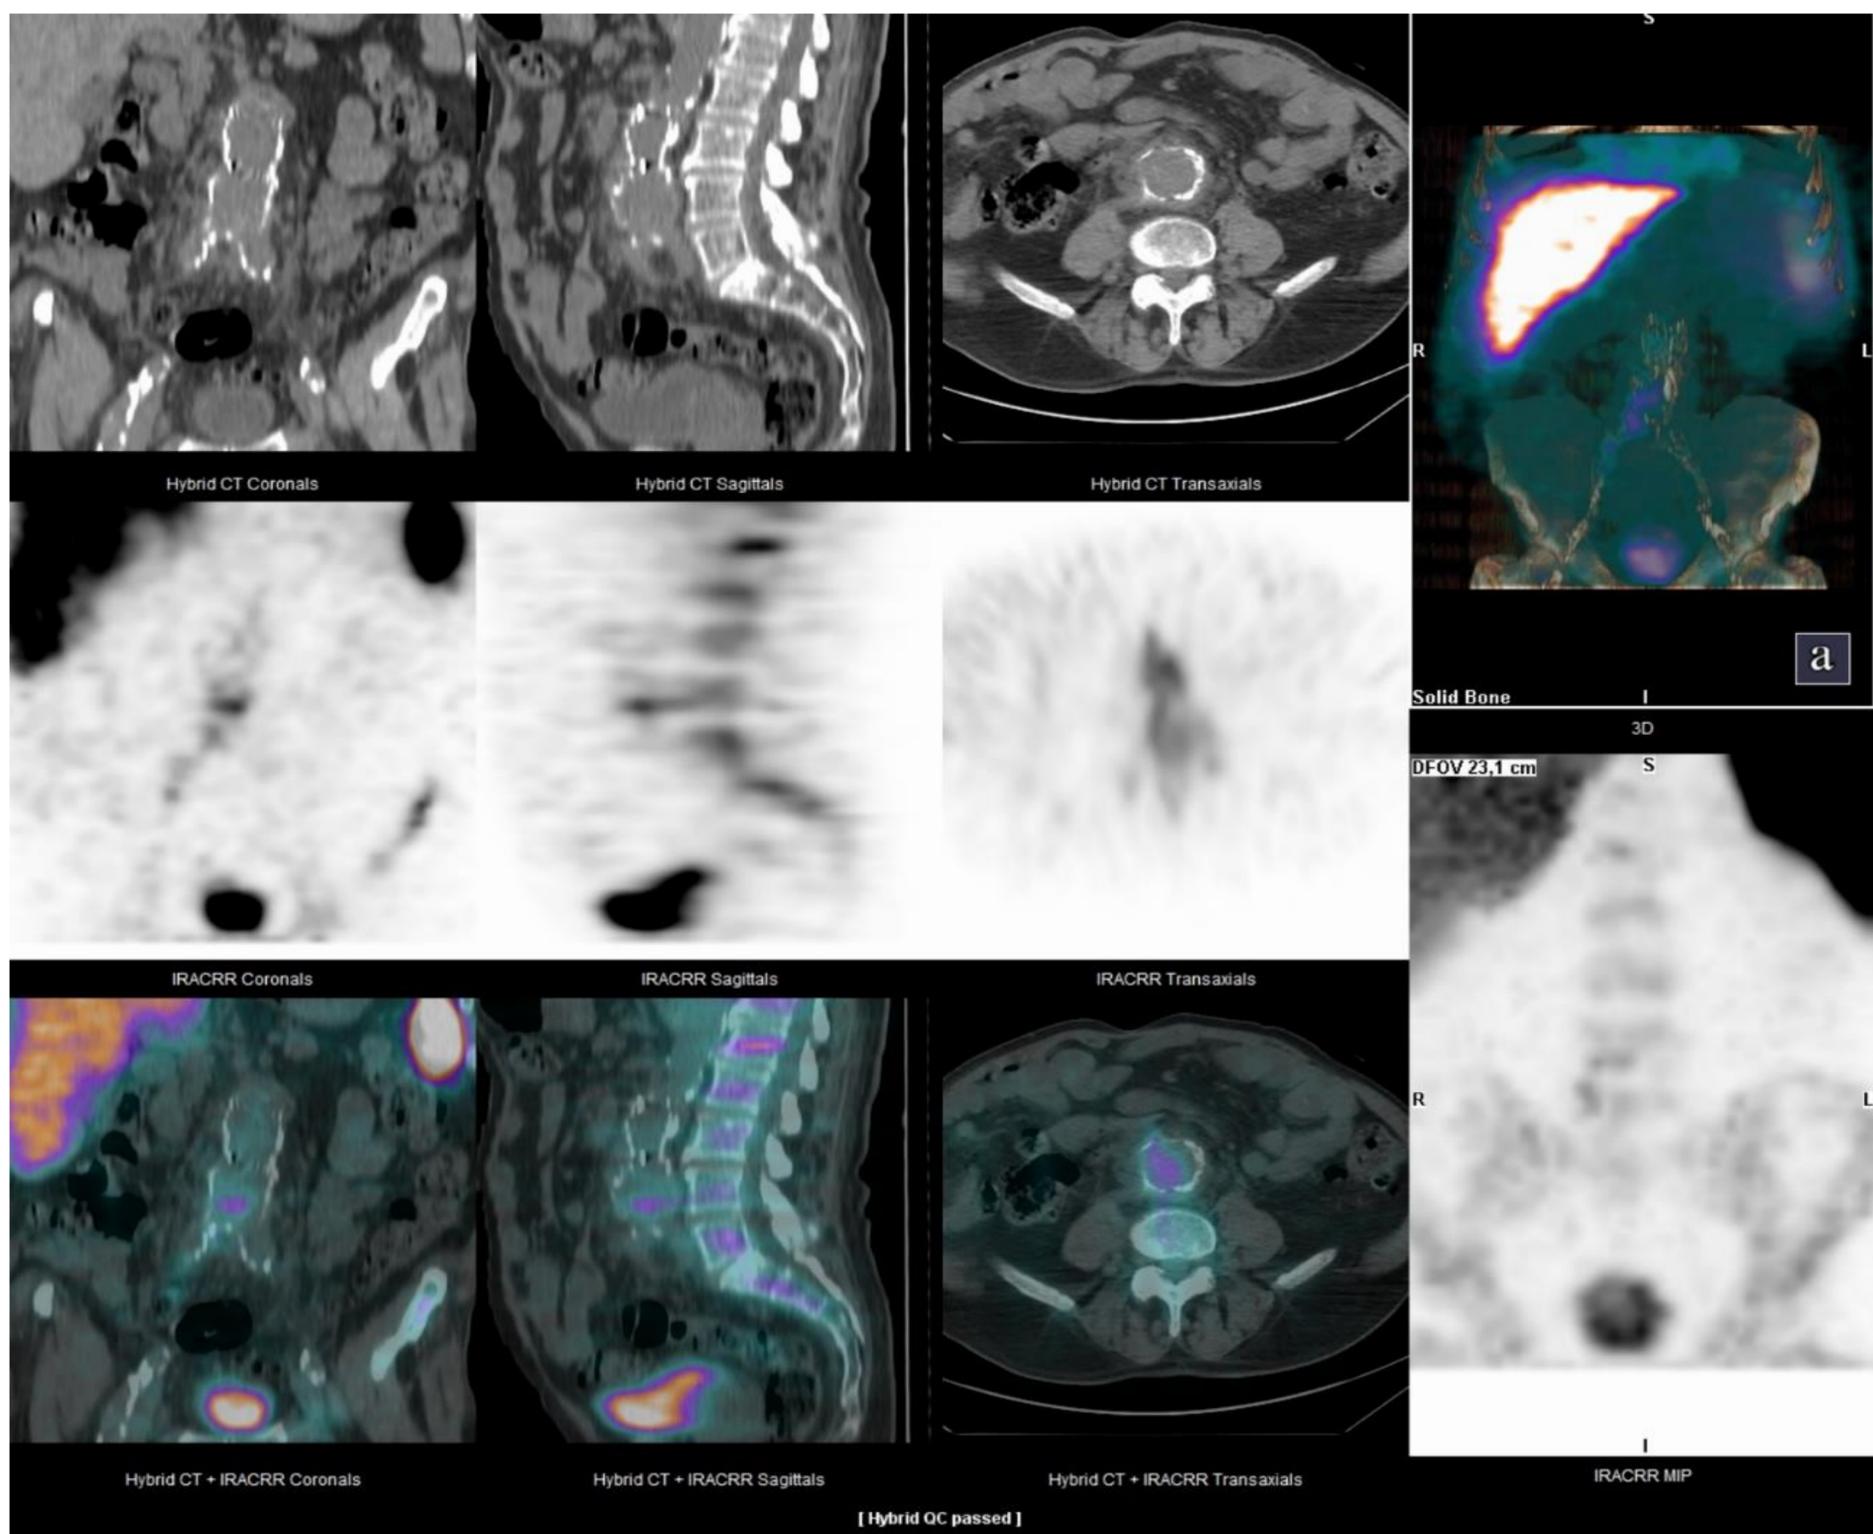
Tras realizar SPECT y gammagrafía con leucocitos marcados e observa acúmulo de leucocitos marcados, de pequeño tamaño pero de moderada intensidad, a nivel de un trayecto que se inicia en el final de la aorta abdominal y que desciende unos 3cm por tejido de partes blandas sobrepasando la bifurcación, hallazgos que fueron compatibles con infección activa en la prótesis de aorta con componente de partes blandas.
